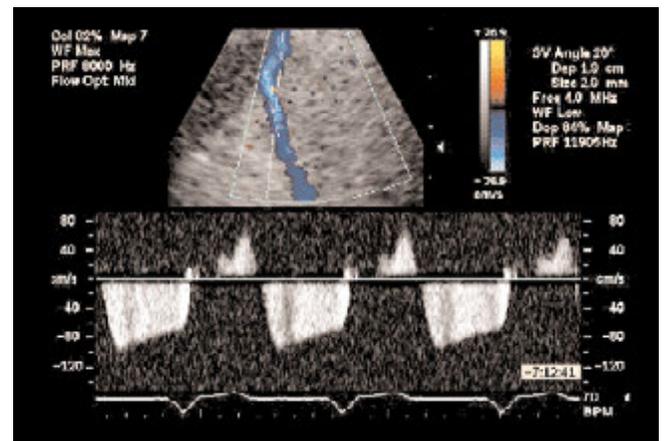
図8と同一症例でのカラーならびにパルスドプラエコー図
